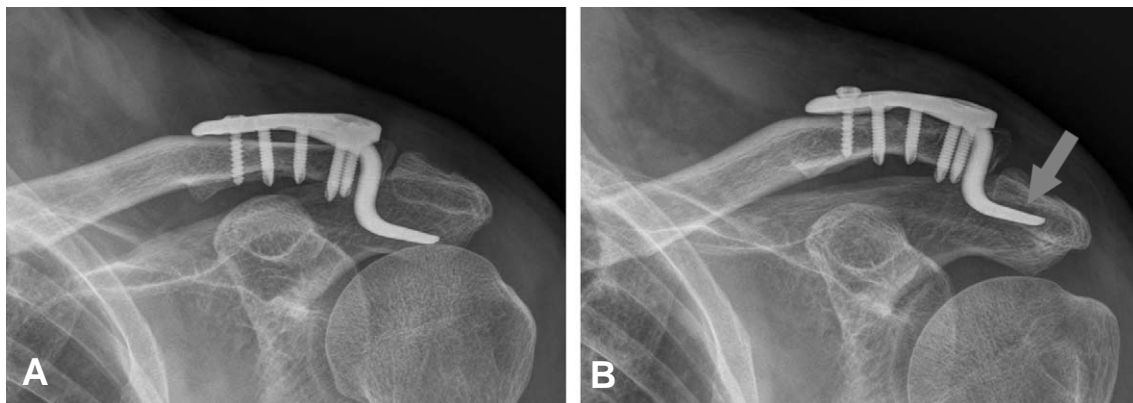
A 69 year old male had left acromioclavicular joint dislocation treated with clavicle hook plate (A) Accurate reduction was done. (B) X-ray taken at 3 months after surgery shows subacromial erosion. (arrow)
